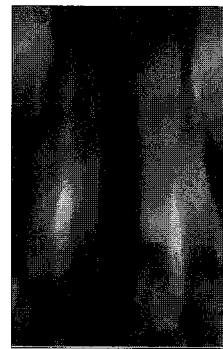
Panoramic radiograph after 6 months after removal of mesiodens
